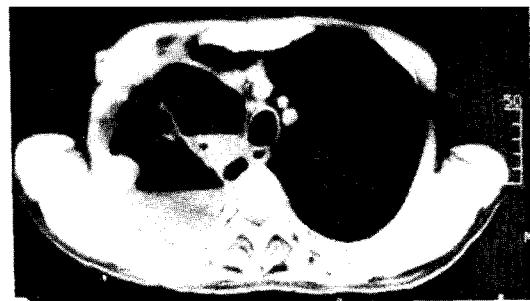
Chest CT: High density air-fluid level is seen in bullae on RUL.
